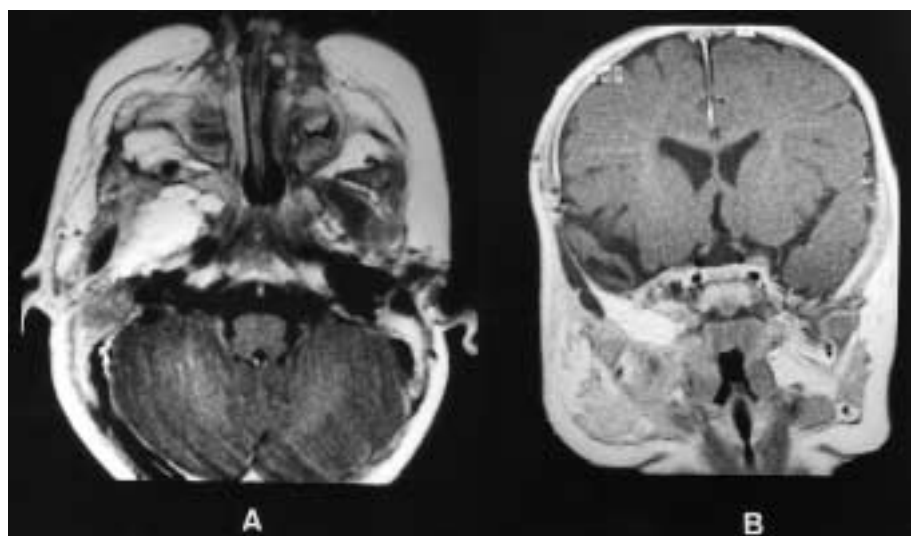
Cas n° 2 — IRM postopératoire en séquence T1 avec injection de gadolinium en coupe axiale (A) et coronale (B) montrant l'absence de récurrence. La flèche indique le comblement grasseux de la cavité opératoire.
